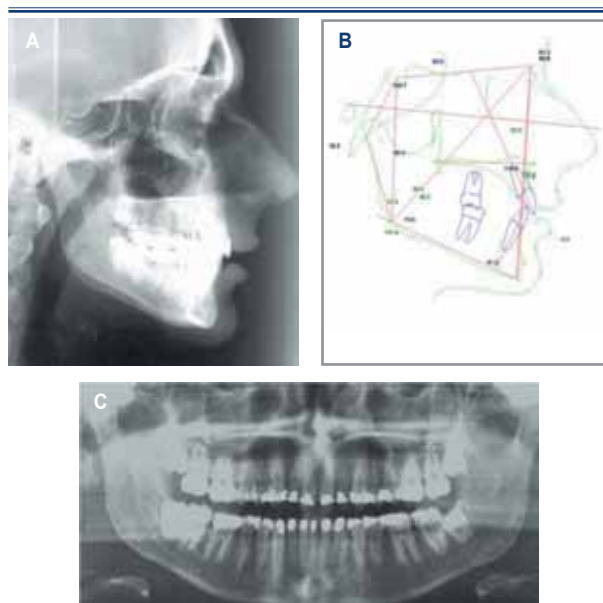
27B y 27C. Telerradiografía, análisis y panorámica final.
